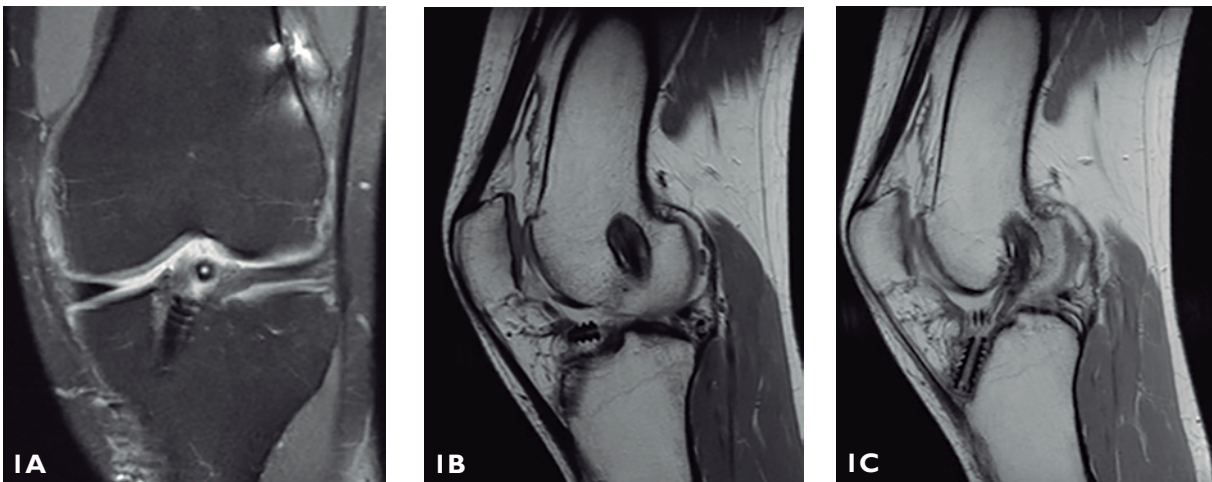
RM de rodilla izquierda que muestra ruptura del tornillo tibial.
